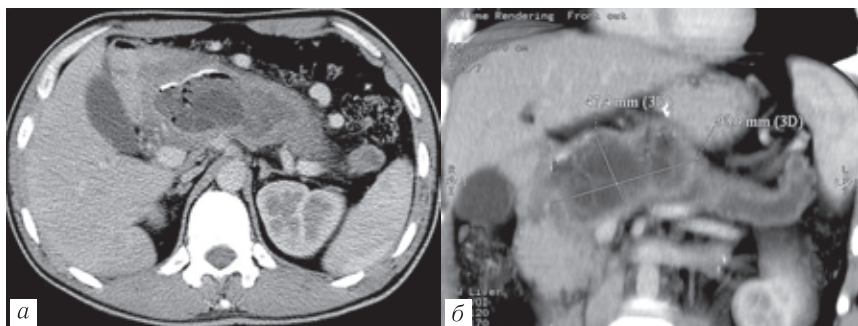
Пациент Р., 29 лет. Эхинококковая киста поджелудочной железы. МСКТ с внутривенным контрастированием, портальная фаза — аксиальная (а) и корональная (б) плоскости
